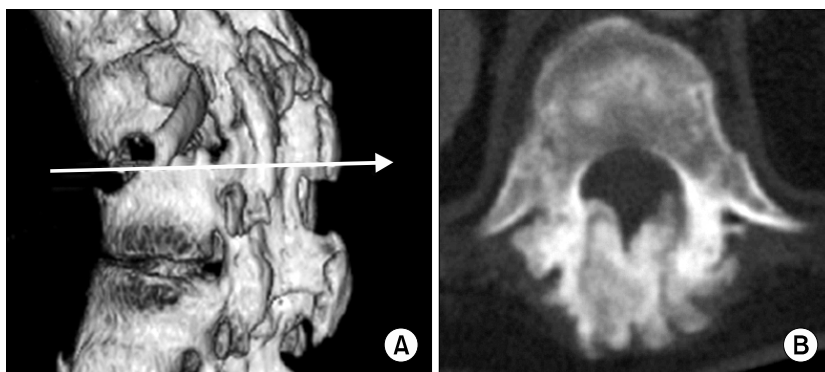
(A) 3D CT-image of the spondylo-discitis patient, (B) axial image of CT in spondylo-discitis site.
